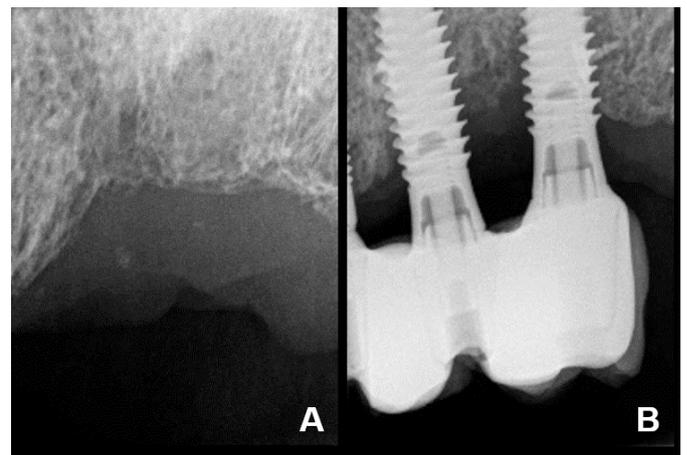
Aspecto radiológico. A) Radiografía periapical intraoral previa con presencia de una radiolucidez irregular en el alveolo post-extracción del diente 2.5 (2010). B) Radiografía periapical intraoral que revela pérdida ósea marginal en los implantes 2.4, 2.5 y 2.6 (2021).
